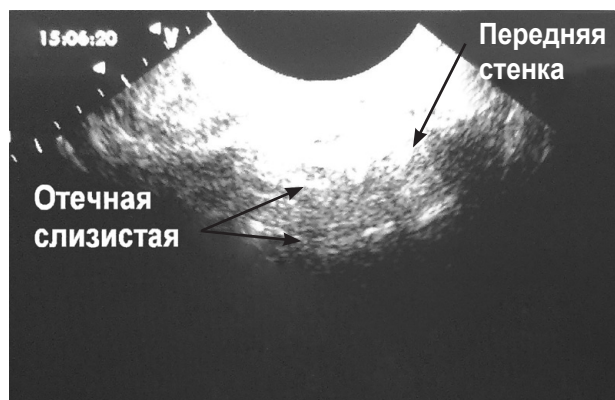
УЗИ микроконвексным датчиком. Видна костная стенка гайморовой пазухи (гиперэхогенная структура), слой утолщенной слизистой.
